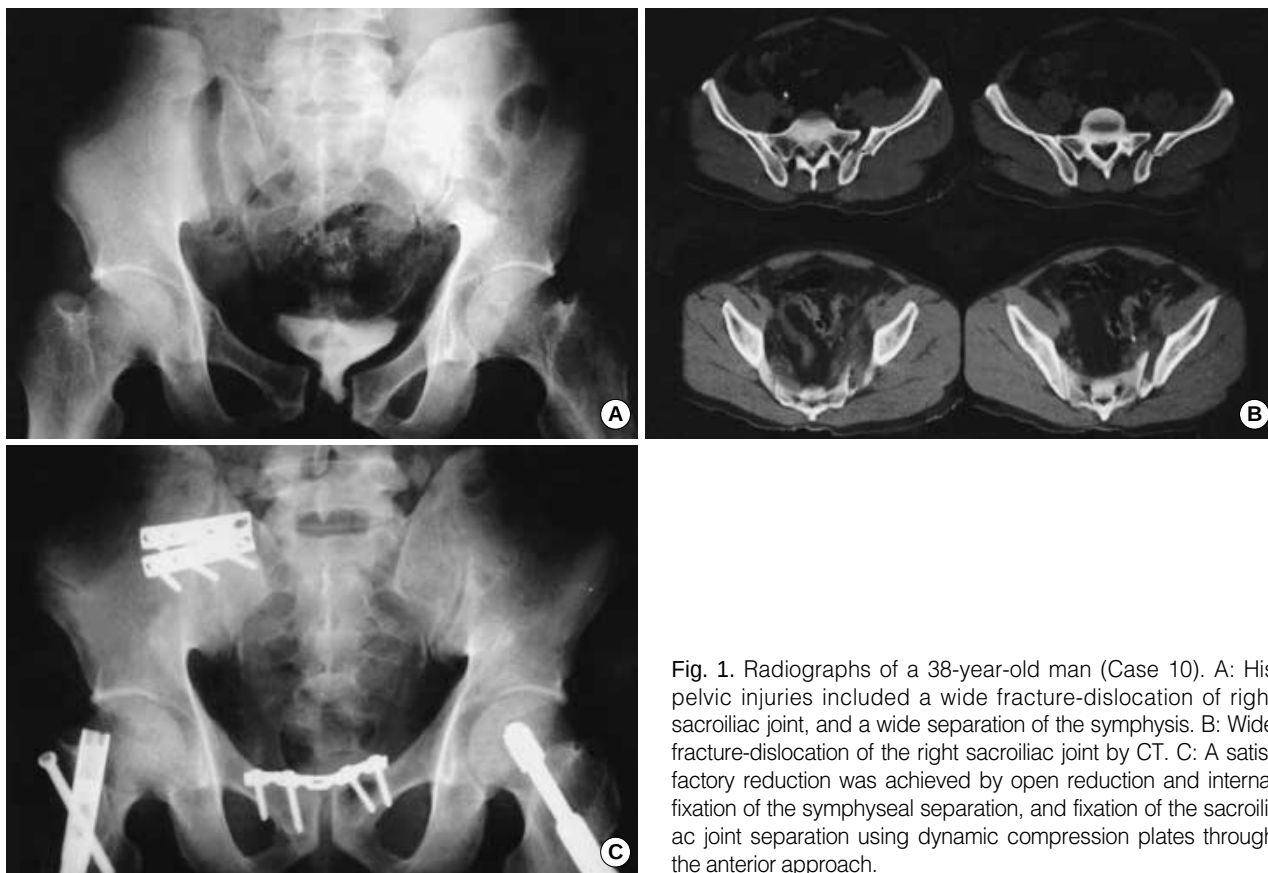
Radiographs of a 38-year-old man (Case 10). A: His pelvic injuries included a wide fracture-dislocation of right sacroiliac joint, and a wide separation of the symphysis. B: Wide fracture-dislocation of the right sacroiliac joint by CT. C: A satisfactory reduction was achieved by open reduction and internal fixation of the symphyseal separation, and fixation of the sacroiliac joint separation using dynamic compression plates through the anterior approach.
